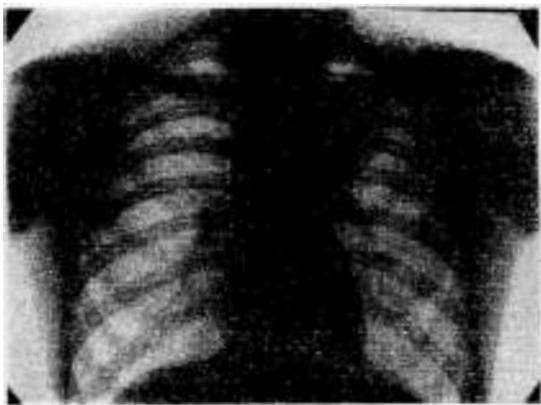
Radiografía obtenida en diciembre 22 de 1945. Situación y aspecto del quiste hidático del lóbulo superior del pulmón izquierdo.
